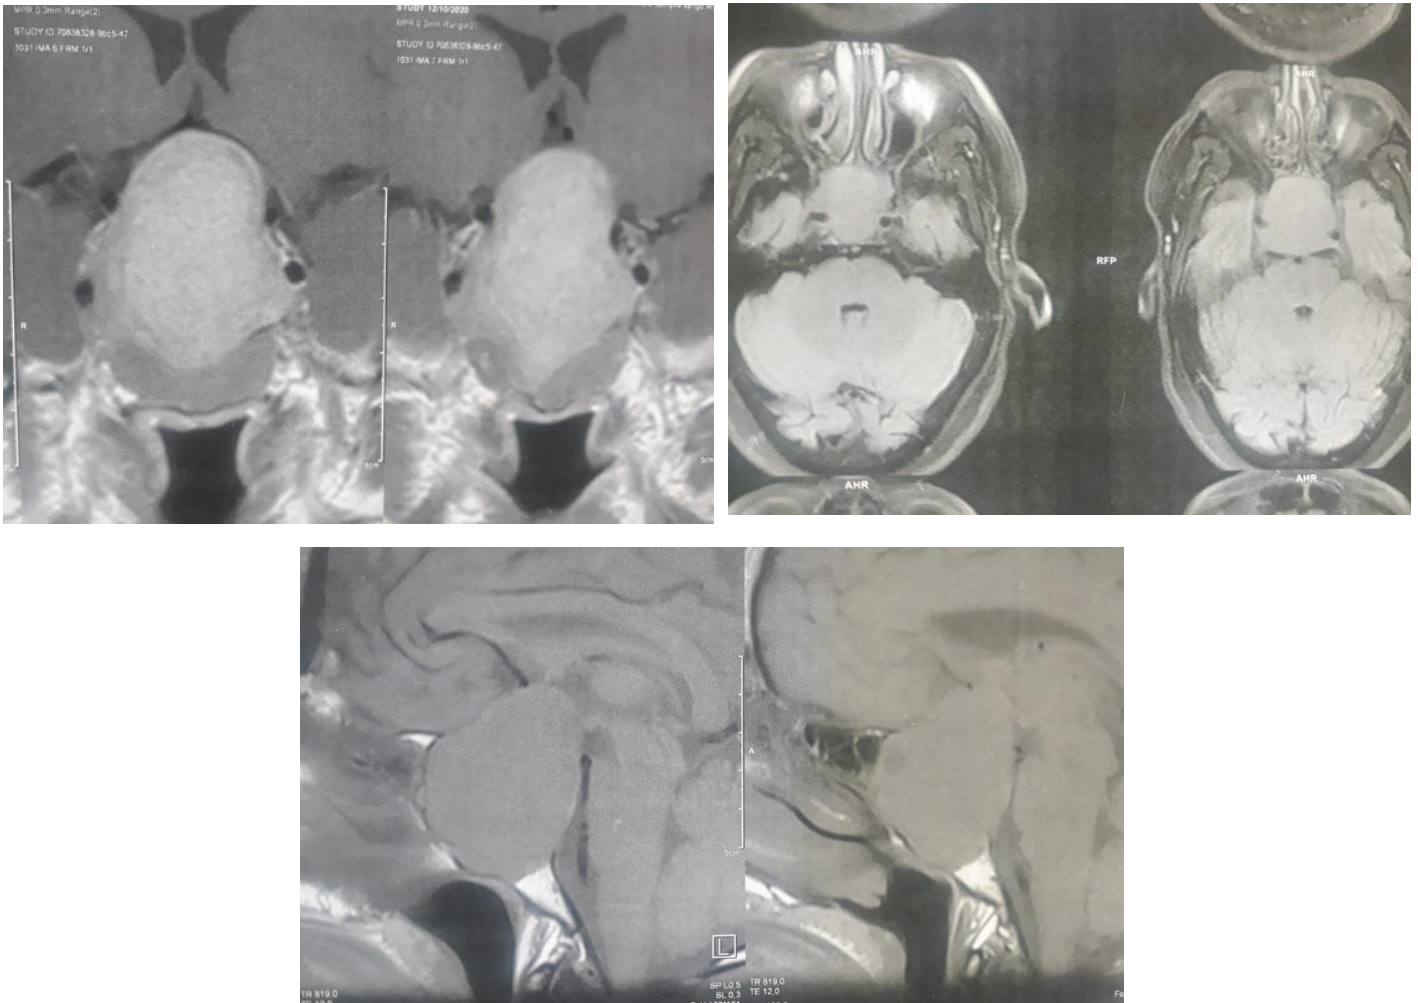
coupes axiale, sagittale et coronale d'IRM ont été réalisée montrant une volumineuse lésion sellaire et supra sellaire en rapport avec un macro adénome hypophysaire avec envahissement du sinus caverneux et compression du chiasma optique
